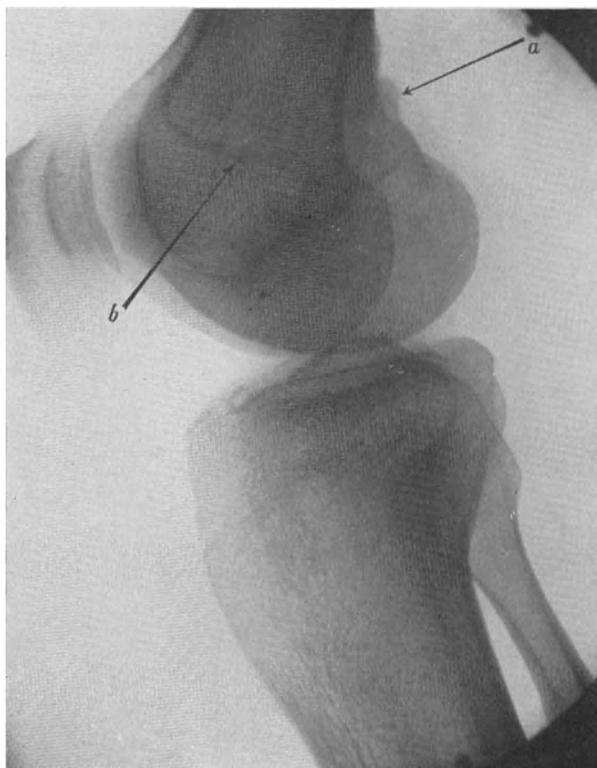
Männlich, 42 Jahre, Kniegelenk in 2 Ebenen. (Siehe auch Abb. 86.) Auf dem Röntgenbild des Patienten, der die Beschwerden der beginnenden Arthritis deformans im Kniegelenk aufweist, finden sich folgende Zeichen, die auf früher überstandene Spätrachitis hindeuten: 1. Exostose in der Kniekehle (*a*). 2. Epiphysennarbe (*b*). 3. Streifige Atrophie in der Epiphyse (*c*). 4. Knochenschatten an der Tibia am Ansatz des Ligamentum interosseum (*d*).
